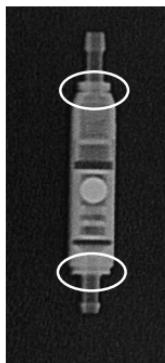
Röntgenaufnahme des paedigAV (9/24 cmH₂O)
